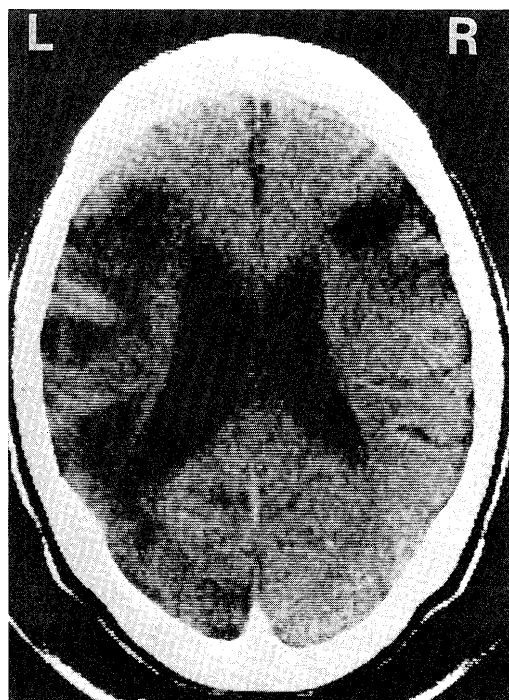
CT upon first admission in April 1979, showing massive low density areas in the right frontal lobe and in the left cerebral hemisphere with mildly dilated ventricles.
